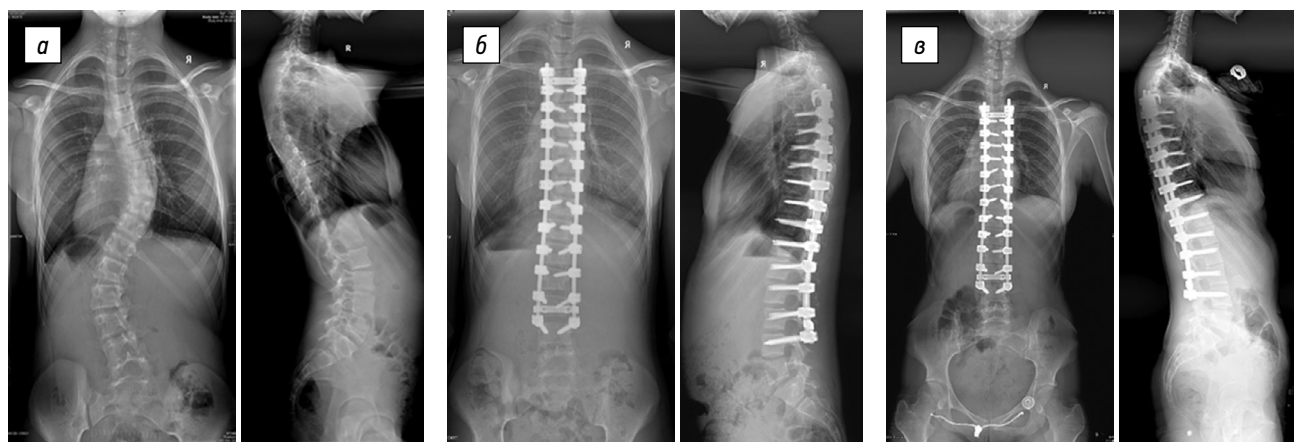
Рентгенограммы пациентки 10 лет в двух проекциях: *а* — исходно: сколиотическая деформация IV степени (50° по Cobb) с равнозначными правосторонней грудной и левосторонней поясничной дугами, грудной кифоз — 29°, поясничный лордоз — 57°; *б* — после хирургической коррекции сколиотической деформации позвоночника с применением тотальной транспедикулярной фиксации без вентрального вмешательства: основная грудная дуга — 11°, поясничное противоискривление — 8°, грудной кифоз — 19°, поясничный лордоз — 45°; *в* — рентгенологический контроль спустя 6 лет от момента операции: основная грудная дуга — 11°, поясничное противоискривление — 8°, грудной кифоз — 19°, поясничный лордоз — 57°
